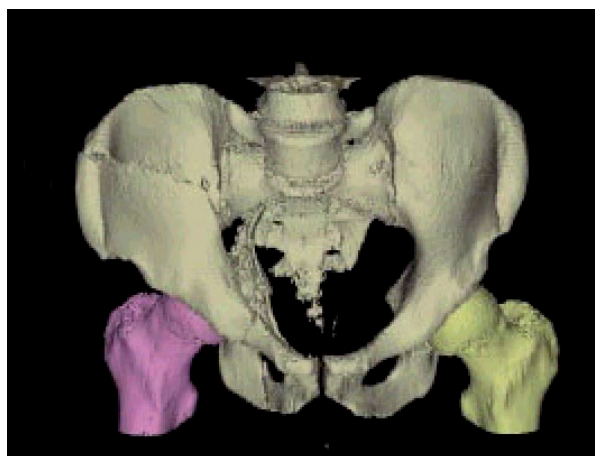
Model geomètric obtingut a partir de la tomografia.
